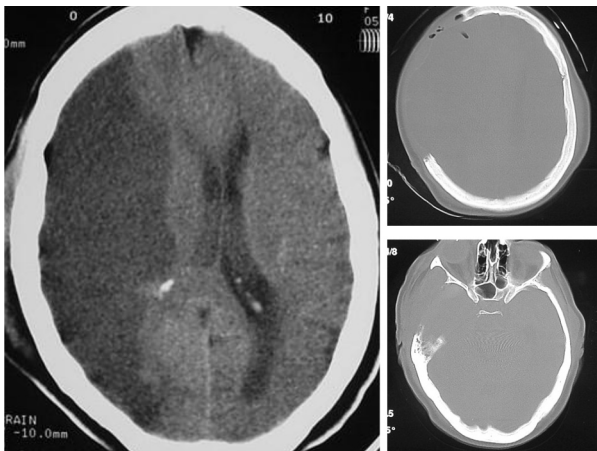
Tomografía computarizada de un paciente sometido a craniectomía descompresiva. Infarto maligno en territorio de arteria cerebral media derecha. Tomografía computarizada de cerebro con ventana ósea que demuestra la descompresión realizada.
